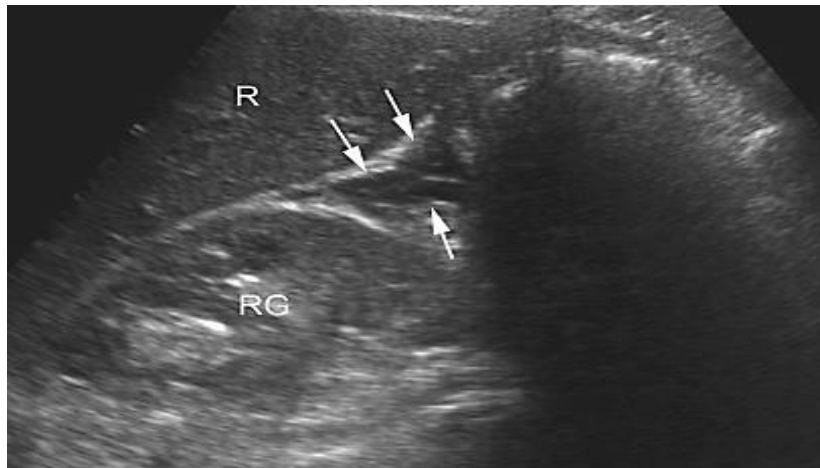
Image échographique montrant une lame d'épanchement liquidien hétérogène (en flèches) située le long du fascia para rénal antérieur gauche. RG : rein gauche ; R : rate (65)
